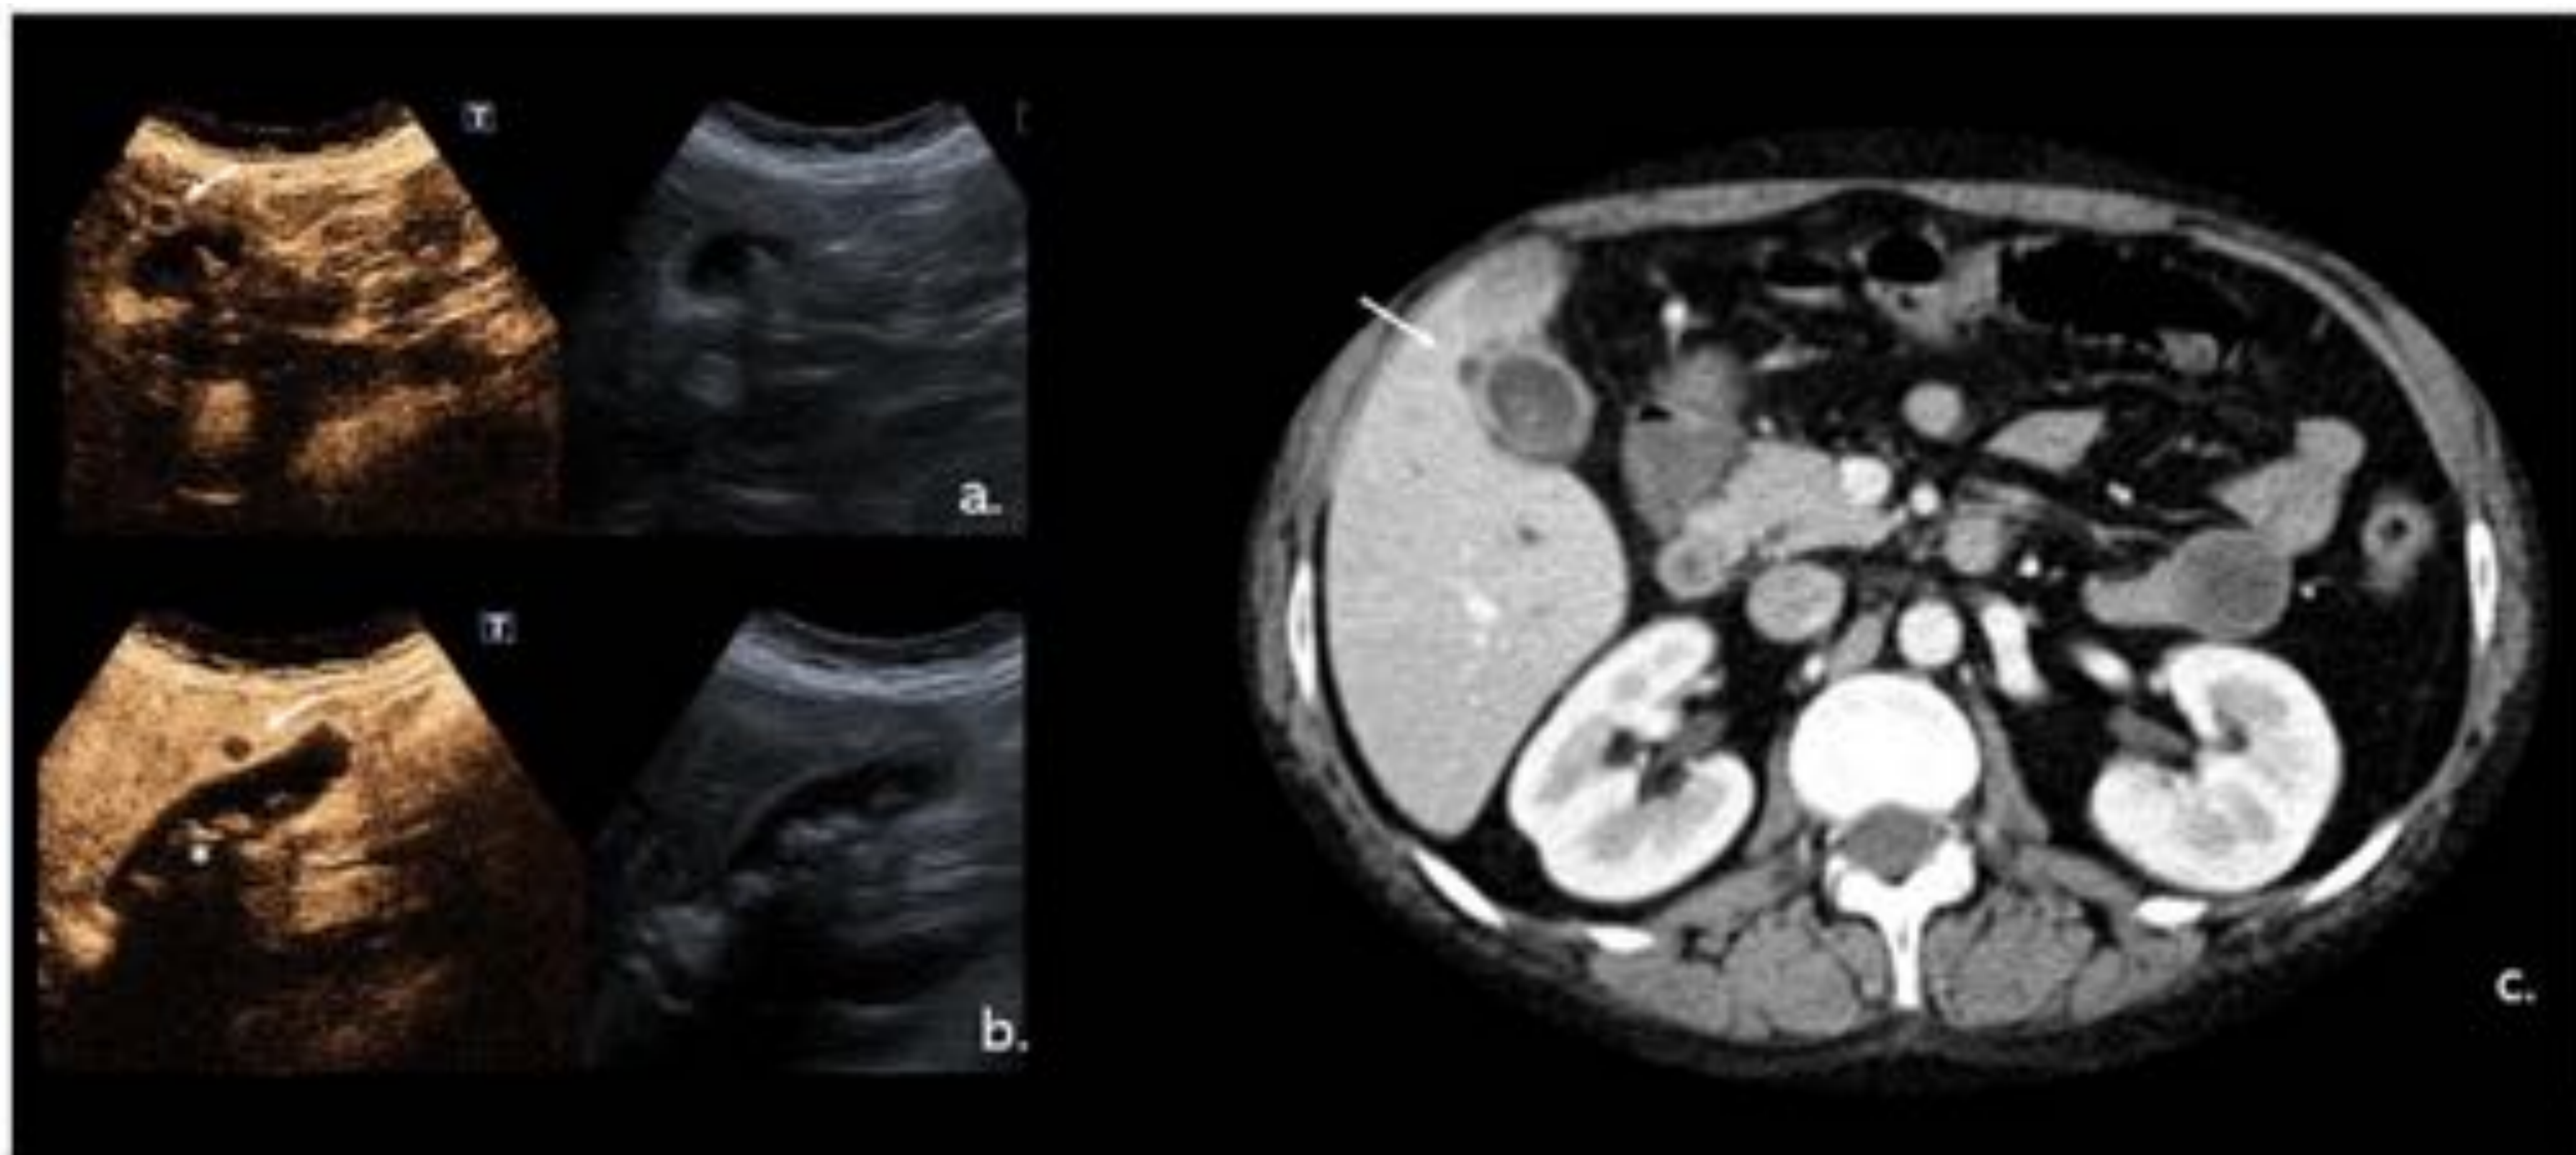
Colecistitis aguda con perforación contenida. TC axial con contraste (c.) muestra un área hipoeoica circunscrita en el segmento V del hígado adyacente a la vesícula biliar (flecha). CEUS (a.) Confirmó el defecto en la pared de VB (flecha) y (b.) Colección dentro del hígado adyacente (flecha), sin realce interno. Litiasis múltiple (*). Referencia: Hospital Universitario Severo Ochoa. Leganés - España.
